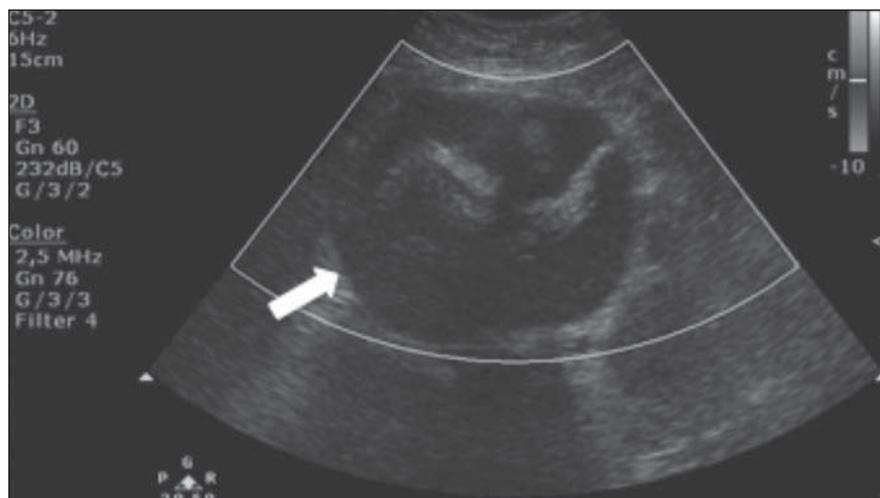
Corte axial de US da região hipogástrica evidenciando imagem ovalada, de limites bem definidos, com ecotextura mista, predominantemente hipoeocogênica, associada a focos hiperecogênicos lineares e sombra acústica posterior, sem fluxo vascular interno detectável ao estudo Doppler (seta).
